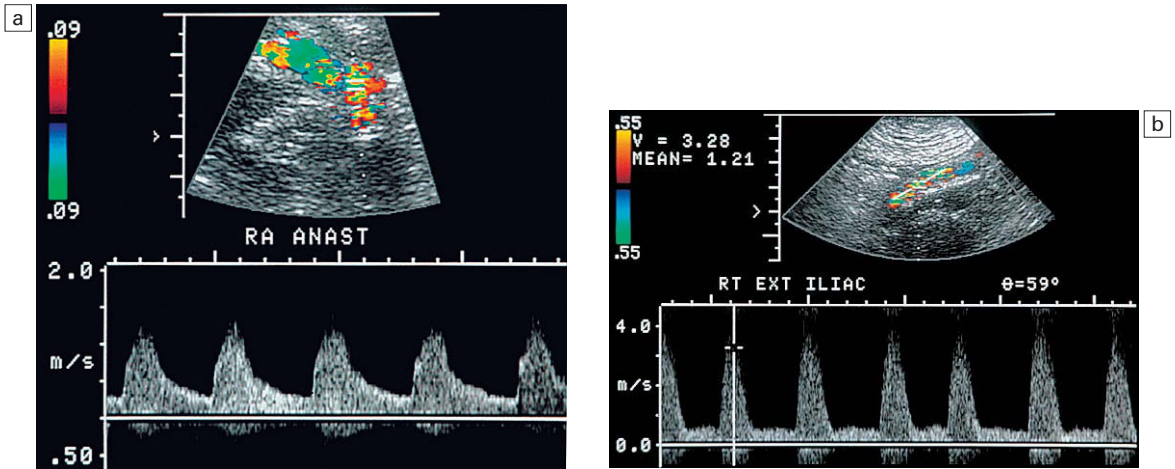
a) Trazado espectral Doppler de la arteria renal principal de un riñón trasplantado. Había cambios tardus parvus en el trazado pero no se apreció estenosis anastomósica. b) Trazado espectral Doppler de la arteria ilíaca externa. Se identificó un chorro de alta velocidad con velocidades >3 m/seg. Este receptor diabético presentaba una lesión ateromatosa en la arteria ilíaca que comprometía el flujo entrante al riñón trasplantado.
